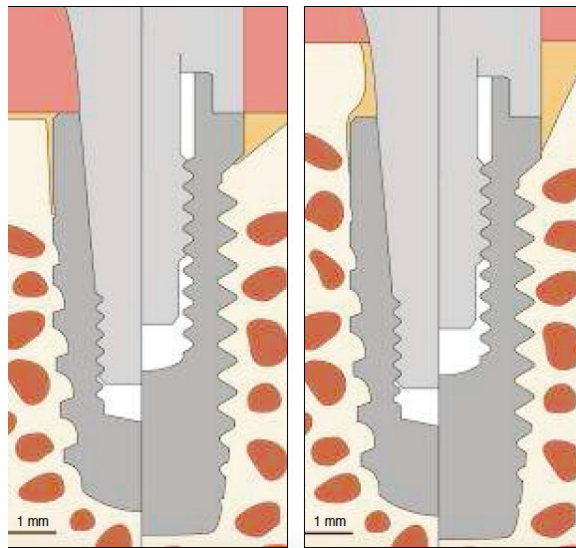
Sections mésio-distales réalisées en microtomographie numérisée : 3.5N (N pour “narrow”) : implant de 3,5 mm de large avec une vis de cicatrisation étroite, 4.5N : implant de 4,5 mm avec la même vis de cicatrisation étroite, 3.5W (W pour “wide”) : implant de 3,5 mm avec une vis de cicatrisation évasée. L’augmentation de la largeur du retrait implant-pilier entre les groupes 3.5N et 4.5N n’a pas de conséquence sur la position du contact os-implant le plus coronaire. En revanche l’évasement de la vis de cicatrisation pour une même valeur de retrait implant-pilier (comparaison des groupes 3.5N et 3.5W) influe négativement sur la position de l’os marginal (Finelle *et al.* 2014).
